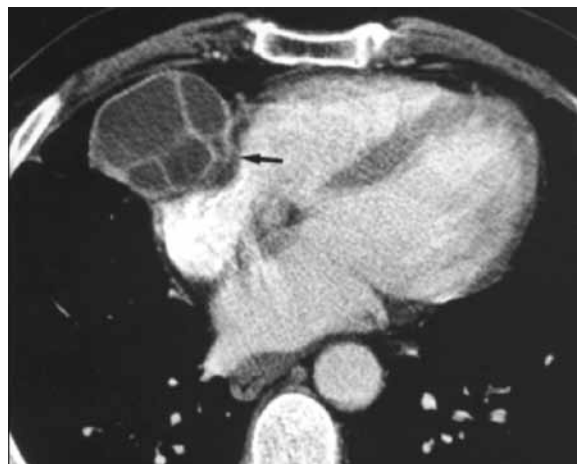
A- TAC de tórax contrastado que muestra un quiste multilocular (flecha) en el lóbulo pulmonar medio derecho adherido al pericardio.³⁵
